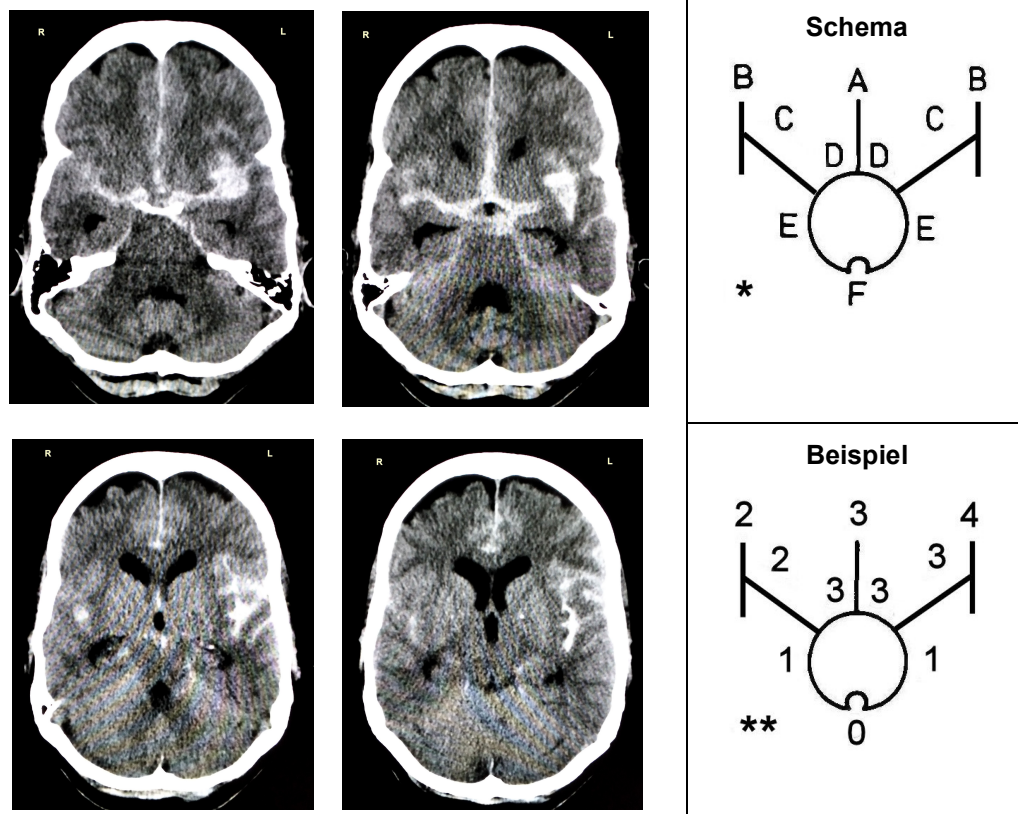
Die modifizierte Hijra Skala mit dem Sum Score System der Zisternen und Fissuren: CT-Scan einer 56-jährigen Patientin etwa 4 Stunden nach SAB durch ein rupturiertes Aneurysma der linken Arteria cerebri media (Abbildung modifiziert nach: Hijra A, Brouwers PJ, Vermeulen M, et al. 1990. "Grading the Amount of Blood on Computed Tomograms after Subarachnoid Hemorrhage." *Stroke* 21(8):1156–61.).
